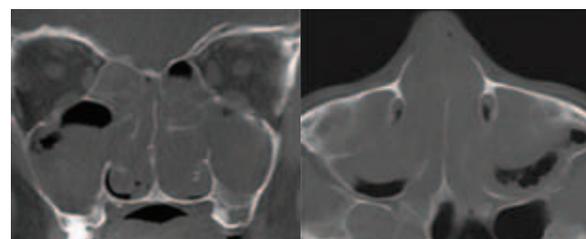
Компьютерная томография при ХРС с назальным полипозом (полипы полностью заполняют полость носа и все группы околоносовых пазух)
